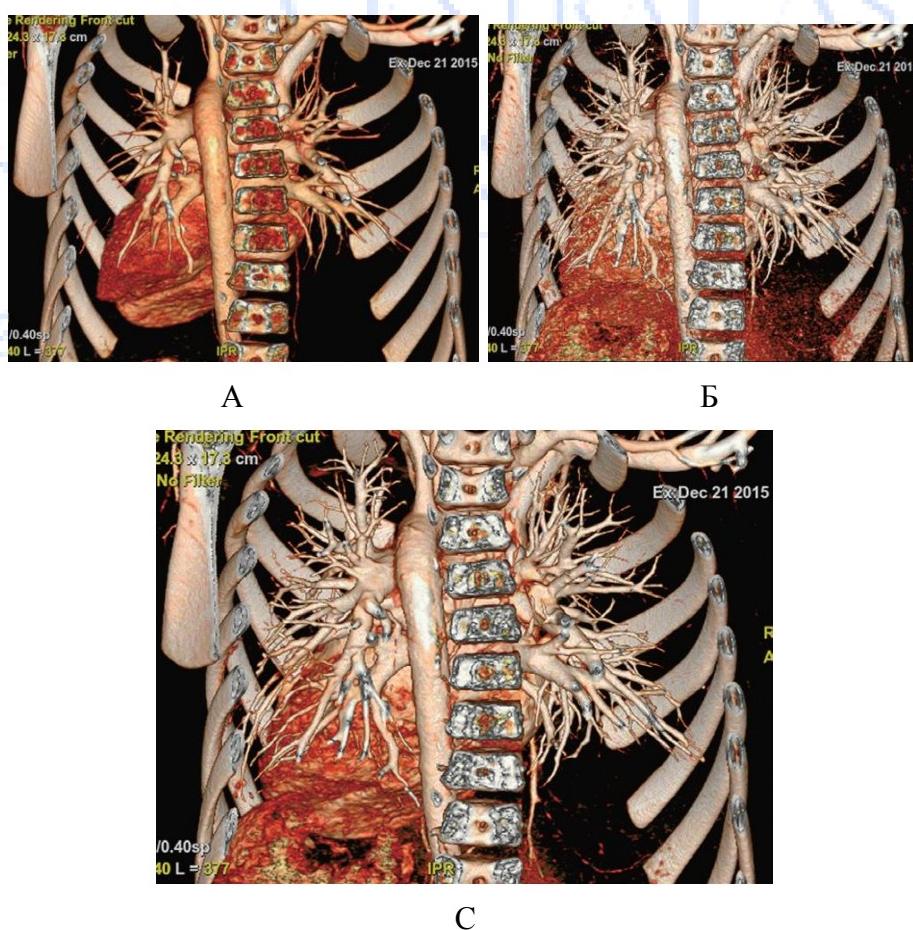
КТ-изображения с увеличенным контрастом объемом грудной клетки с обрезкой задней стенки грудной клетки для выявления сердечно-сосудистых структур.
